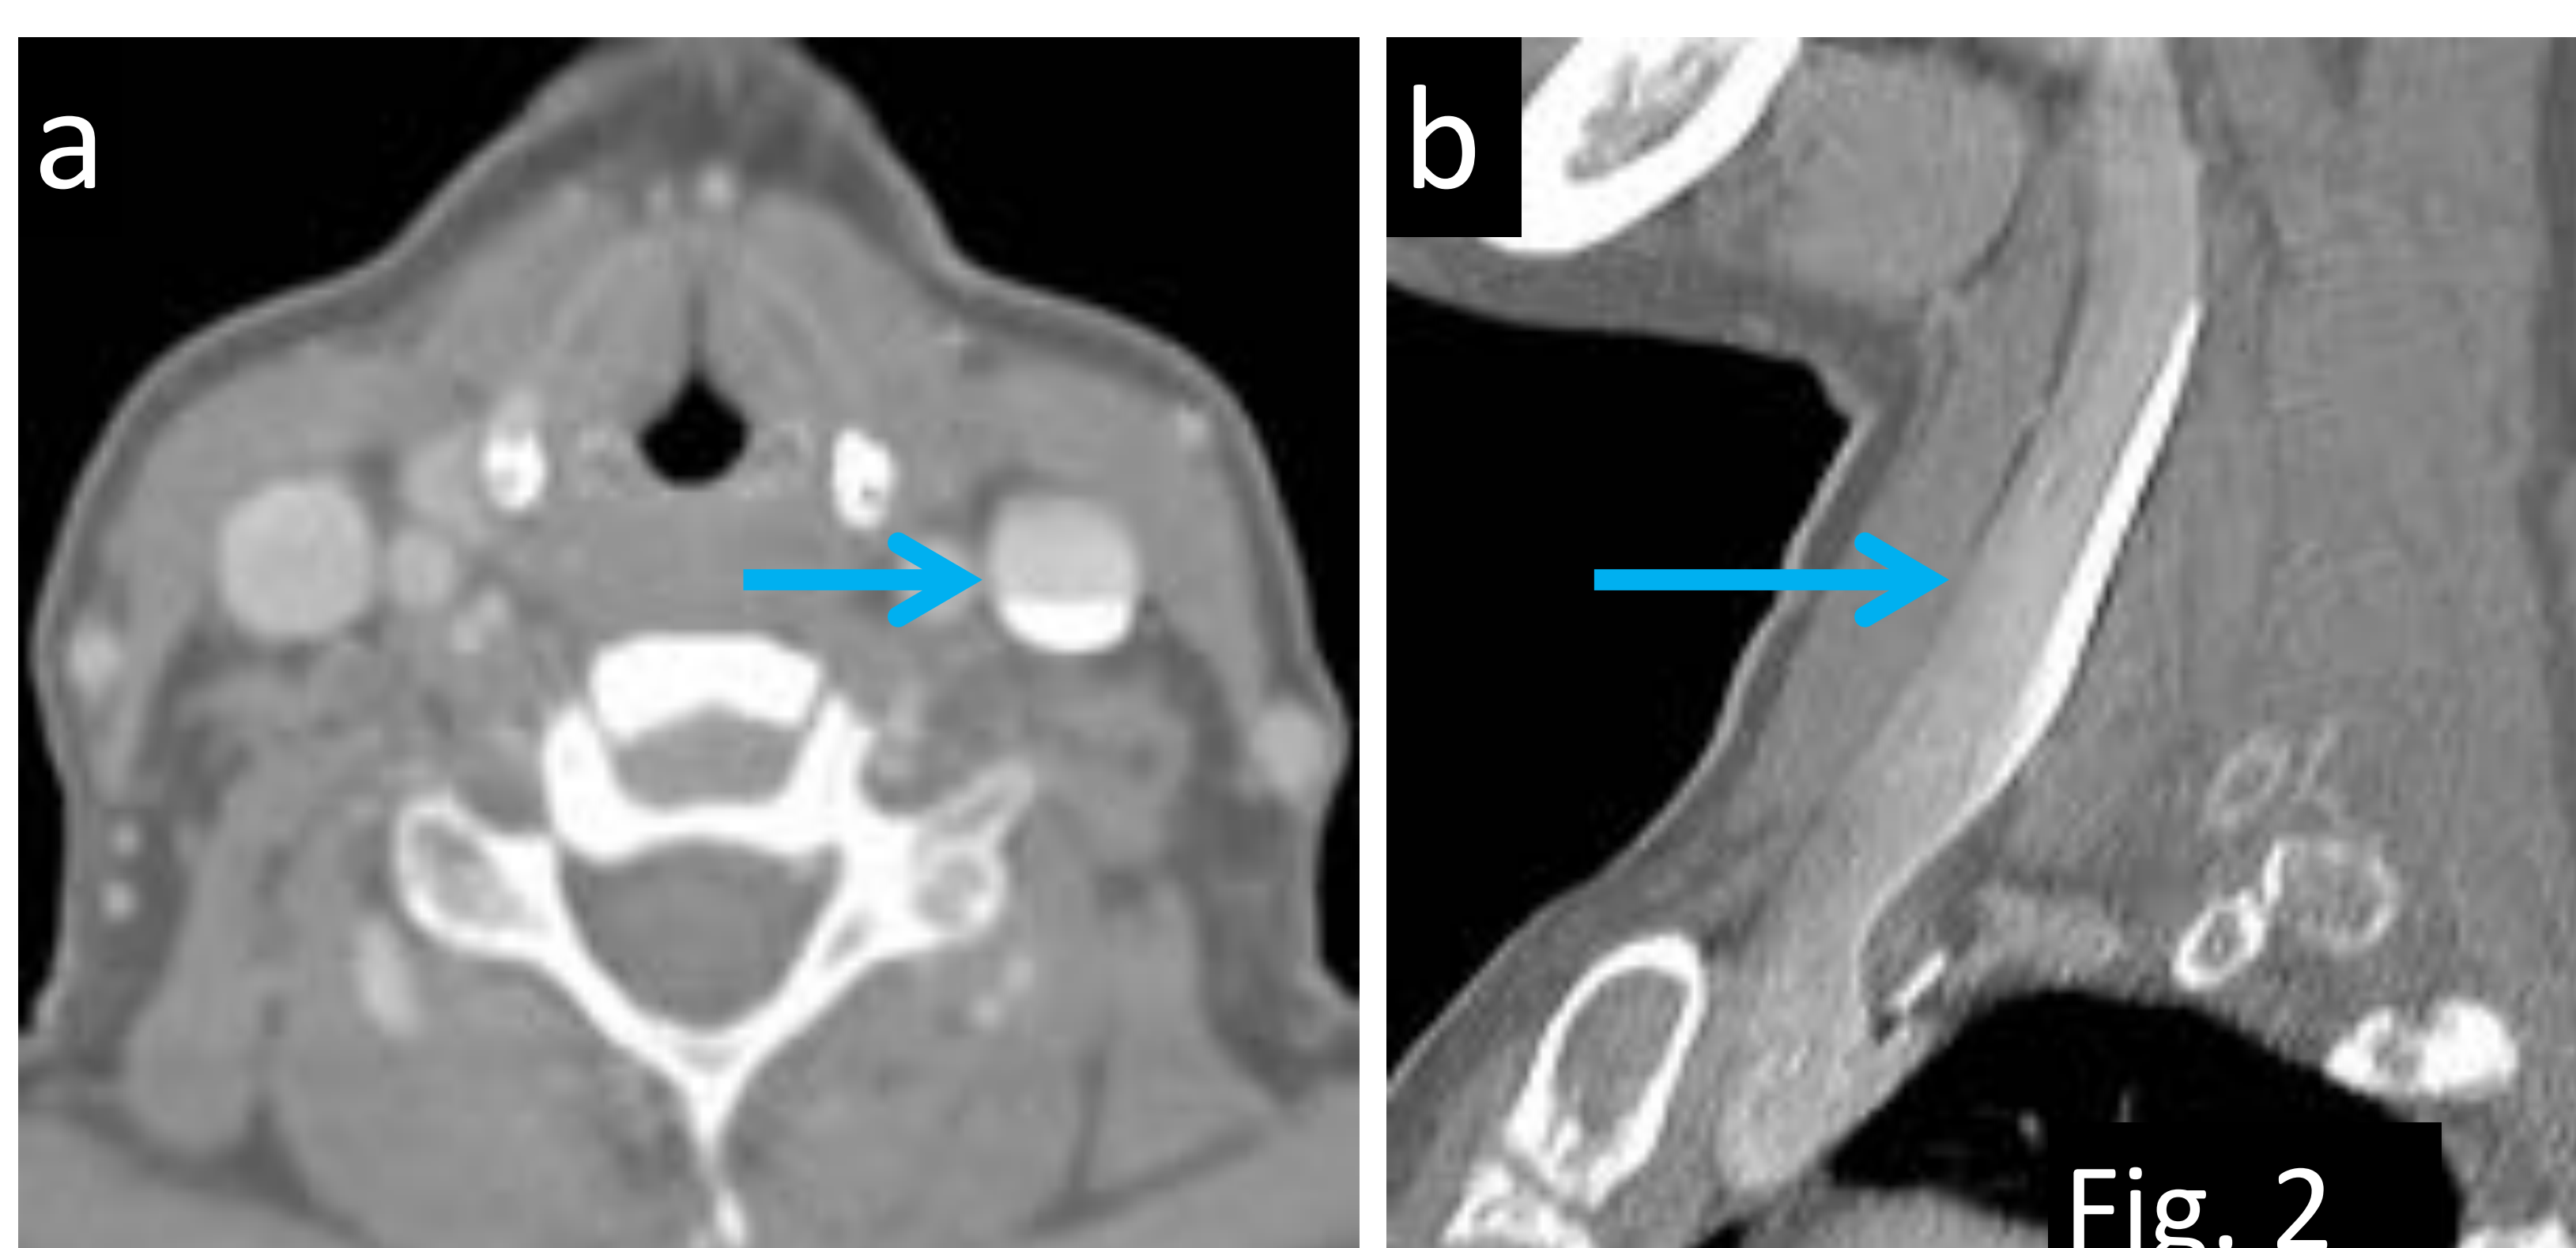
Factor técnico en una paciente de 58 años de edad en seguimiento por un linfoma no Hodgkin. Se identifica un nivel sangre-contraste en a) TC axial y b) TC sagittal con CIV en la vena yugular interna izquierda (flechas).
